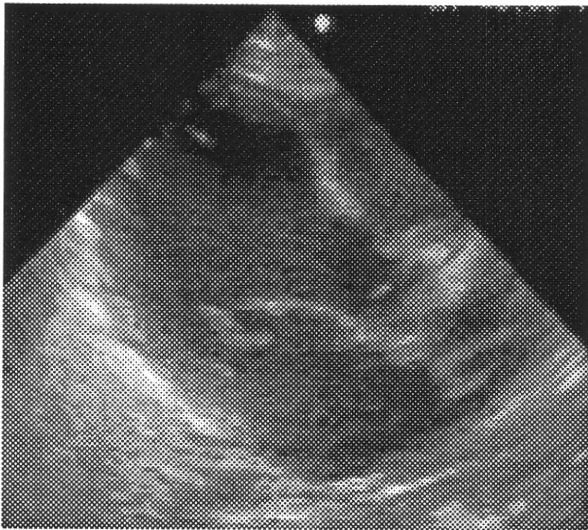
Transthoracic echocardiogram shows severe prolapse of the anterior leaflet of the mitral valve (case 3)
